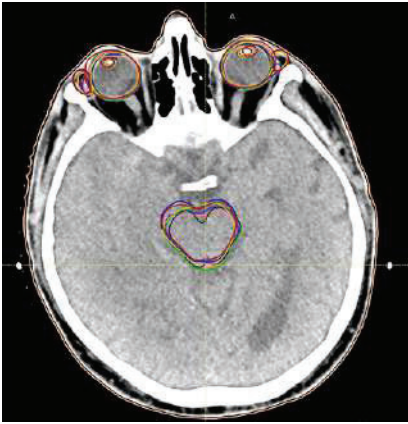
▲ Planungscomputertomographie eines Schädels mit automatisch erstellten Konturen für den Hirnstamm, die Augenlinsen, die Tränendrüsen sowie das Auge. Die Risikoorgane wurden mit verschiedenen Autokonturierungssoftwareprodukten im Jahr 2022 konturiert (Limbus Contour von Limbus AI, Automatic Segmentation Service von MVision, Annotate von Therapanacea, ProSoma von MedCom sowie ein atlasbasiertes und zwei Deep-Learning-basierte Tools von Raysearch)
